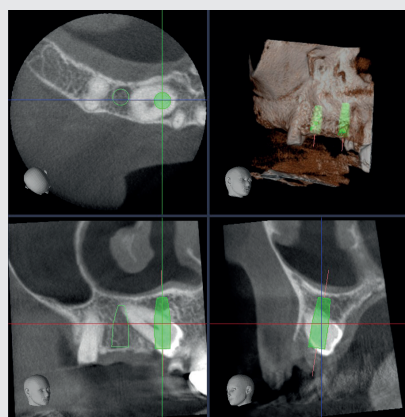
Pianificazione implantare tramite TAC Cone Beam
